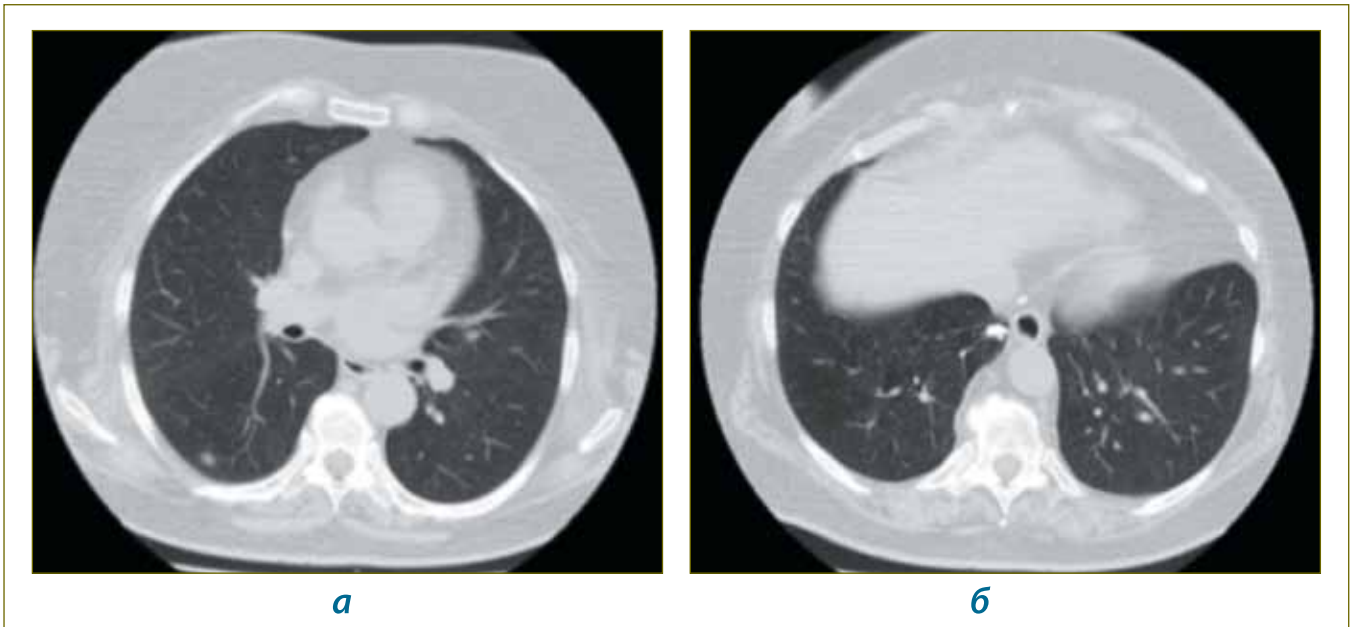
Срезы КТ органов грудной клетки пациентки С., 69 лет, в аксиальной плоскости: а – субплеврально расположенный одиночный очаг по типу матового стекла с нечеткими контурами; б – кальцинаты в легочной ткани
